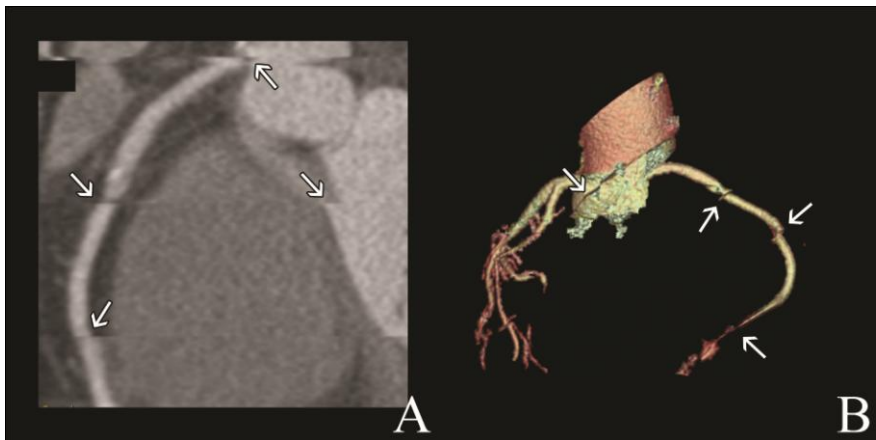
Coronariografia por TC de 64 cortes. A) Reformatação multiplanar. B) Reconstrução volumétrica VRT. Observação de múltiplos artefactos relacionados com frequência cardíaca instável, assinalados por setas brancas.
